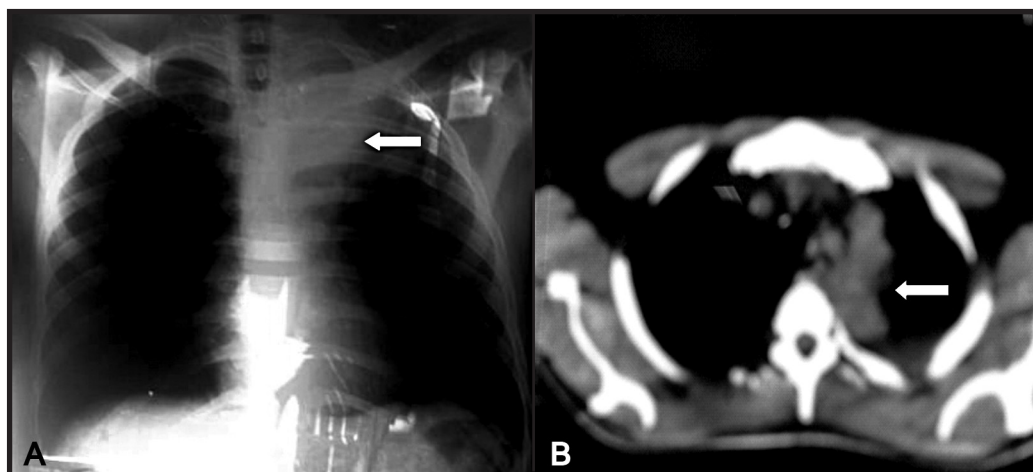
A: A radiografia de tórax mostrando massa pulmonar em lobo superior esquerdo, B: Tomografia de tórax mostrando massa pulmonar em lobo superior esquerdo, com íntimo contato com a parede torácica posterior e lesão lítica na 3ª vértebra torácica.
